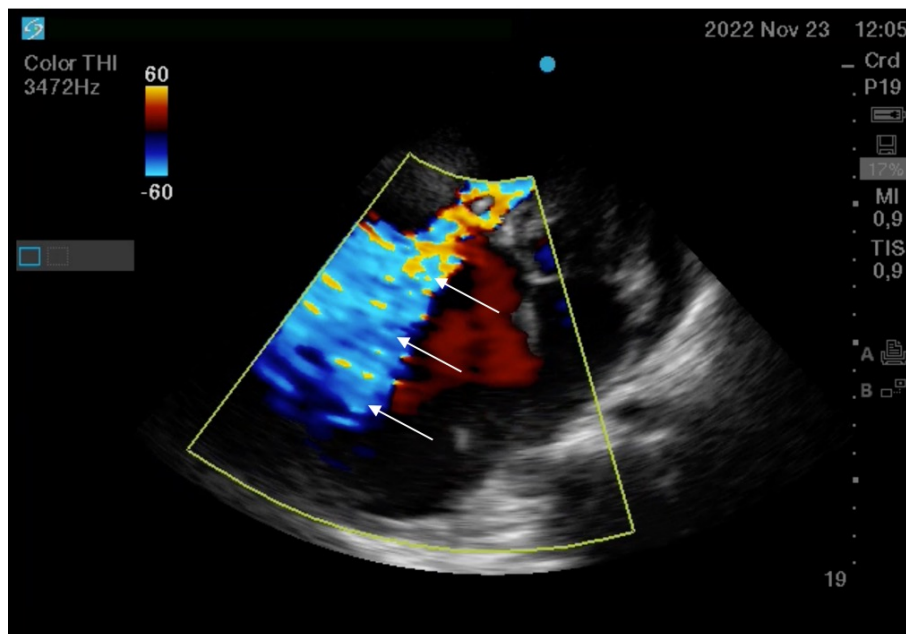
ETT, aproximación apical de 4 cámaras, modo Doppler color en sístole. Insuficiencia tricuspídea con efecto Coanda (flechas).
